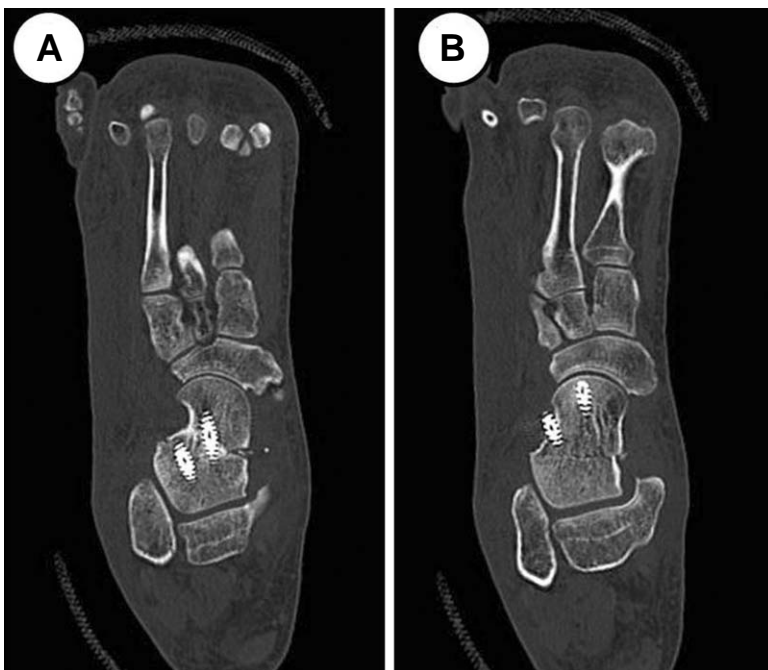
(A, B) Postoperative CT images of 39 years old male patient show the inappropriate positioning of posteroanterior compression screws. Laterally-placed screw gets out of the talar neck and invades to sinus tarsi area.
